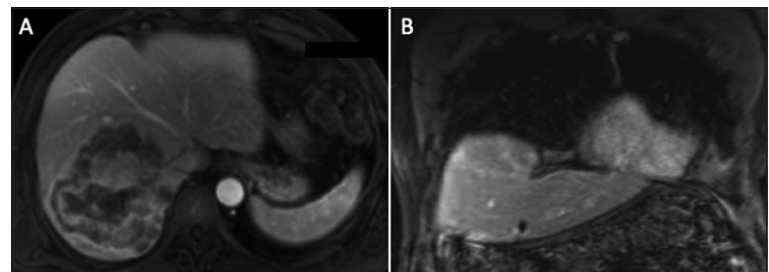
Carcinoma hepatocelular en hígado no cirrótico. A: Resonancia pre-operatoria. B: Segmentos laterales remanentes postoperatorios (hepatectomía derecha extendida).
